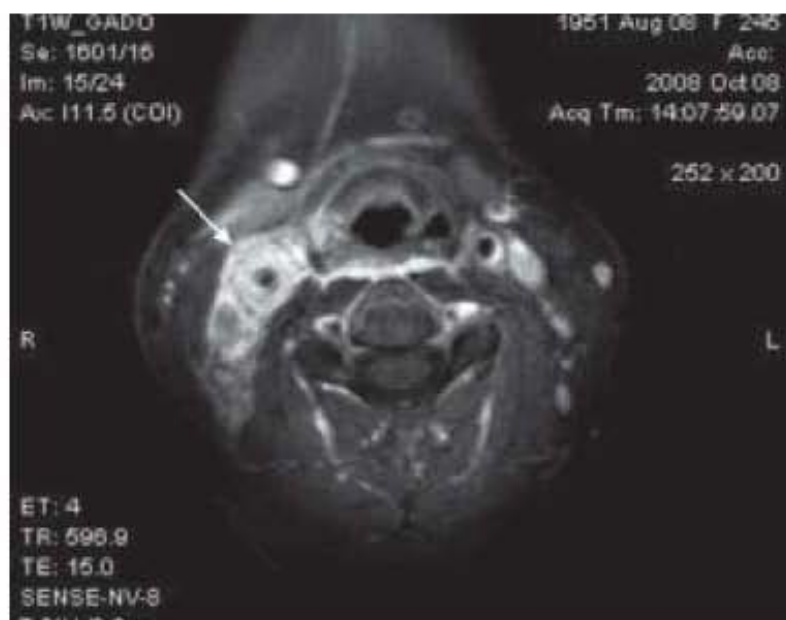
Imagen de Resonancia Magnética donde se observa Inflamación de la Arteria Carótida Derecha.⁹⁹
